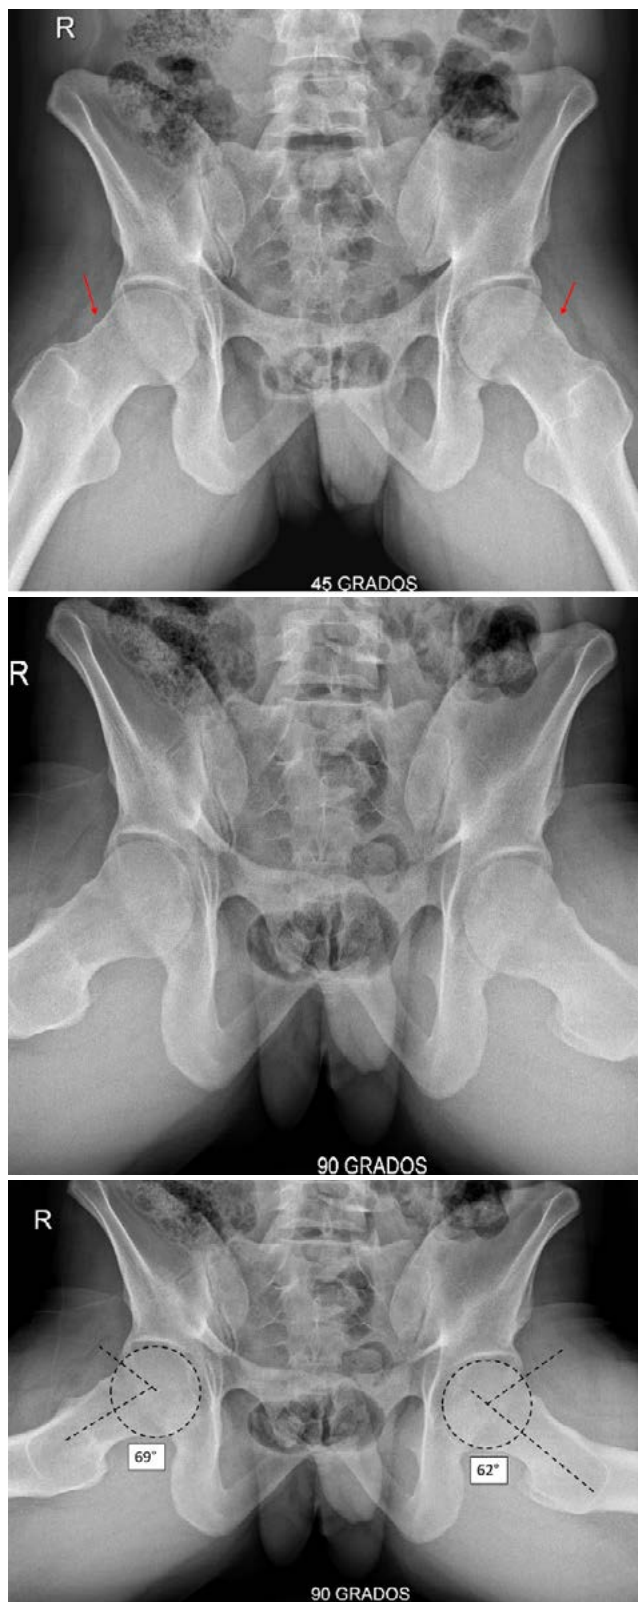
Radiografía de Dunn a 45° y 90° de pelvis. Se evidencia deformidad tipo Bump en unión cabeza-cuello femoral. Ángulo Alfa derecho de 69° e izquierdo de 62° (lesión tipo Cam).
